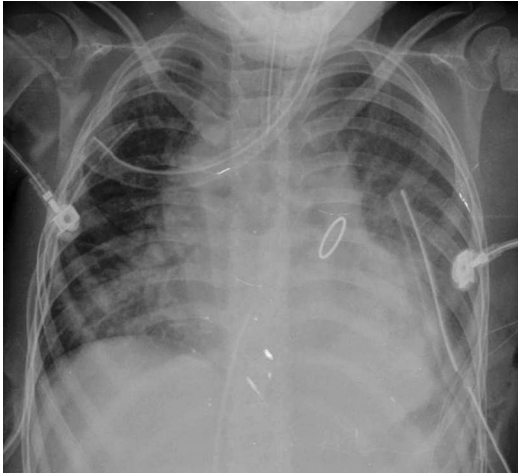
Radiografía anteroposterior de tórax, postoperatorio.
